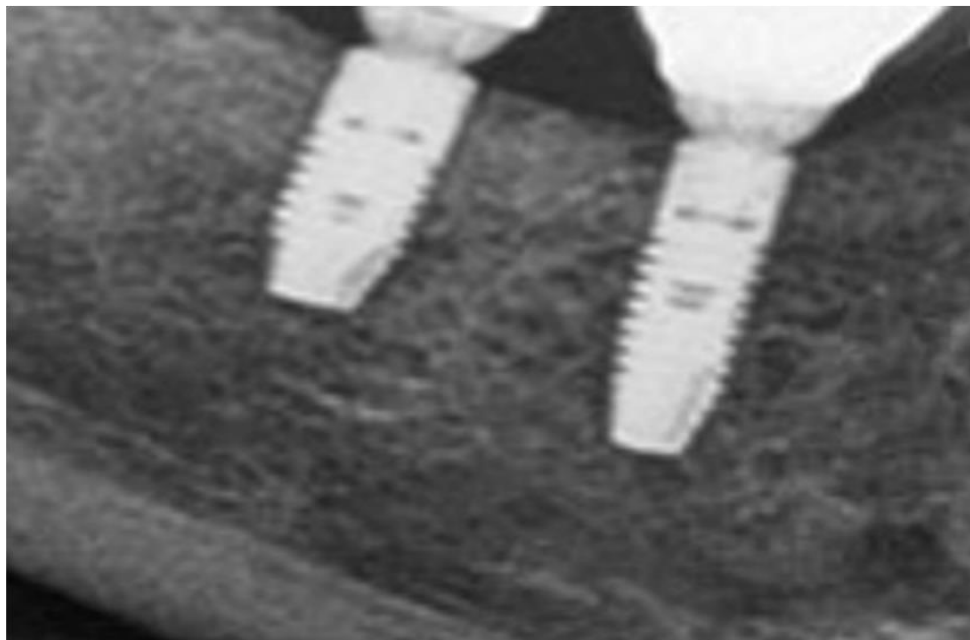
Пациент 2 группы, ортопантомограмма спустя год после установки постоянной конструкции.
